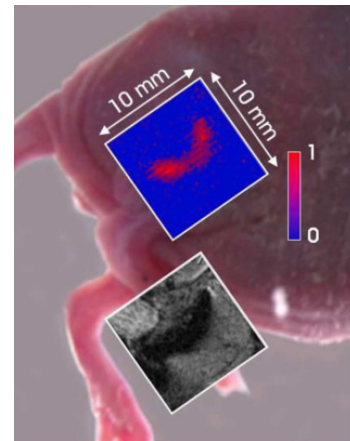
小鼠体内肿瘤注射 SPIO 24 小时后的太赫兹(上)及 MRI 图像(下)<sup>[37]</sup>
